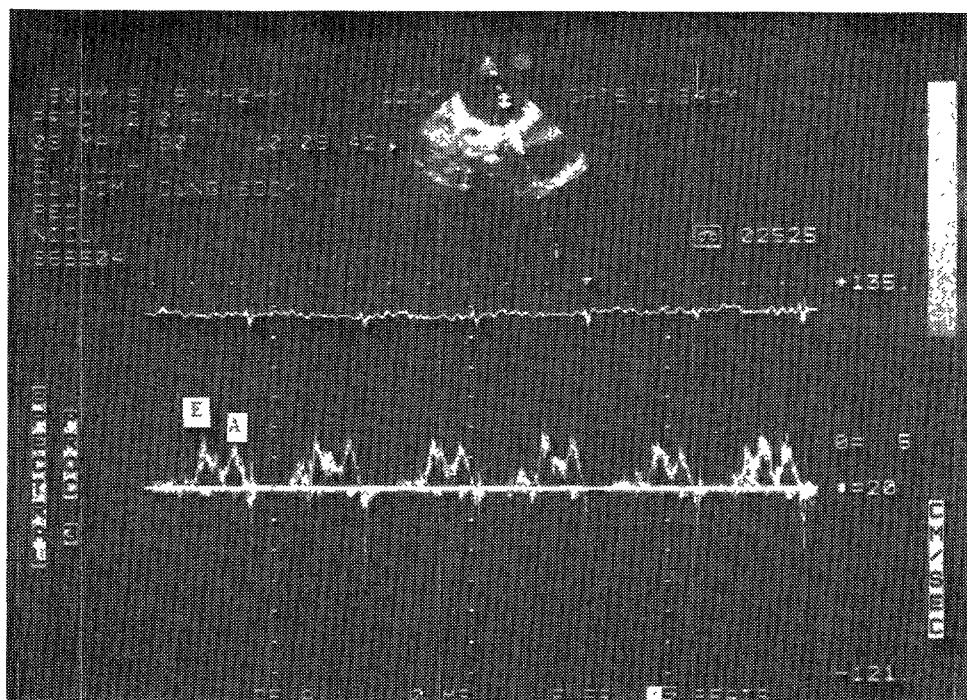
Two dimensional and pulsed wave Doppler echocardiogram of tricuspid valve.
